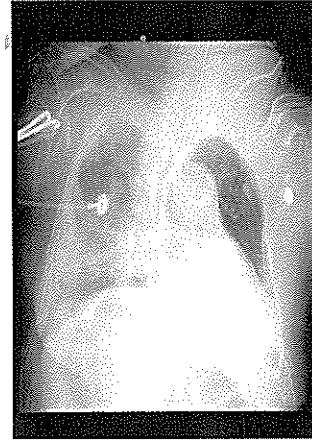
삽관튜브가 삽입되어 있으며, 심장의 크기가 증가되어 있고 우측 폐 하부에 경계가 불명확한 방사선 불투과 병소가 관찰된다.
